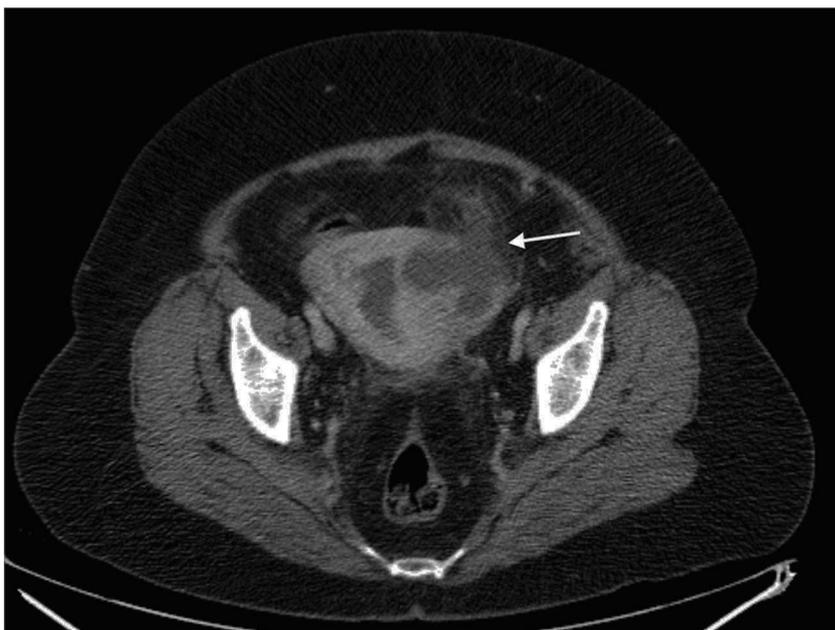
Imagen de TC en el plano axial tras la administración de medio de contraste a nivel pélvico evidenciando dilatación de la cavidad uterina y presencia de una colección parauterina izquierda e infiltración de los planos grasos adyacentes (flecha).
